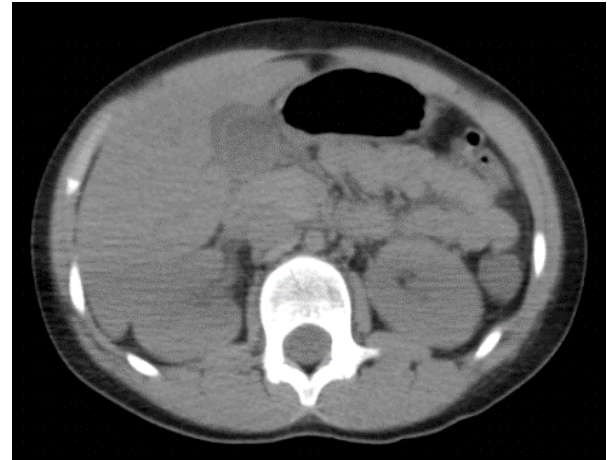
Tomografía de abdomen contrastada en la que se visualiza vesícula biliar de forma y tamaño normal con líquido perivesicular
